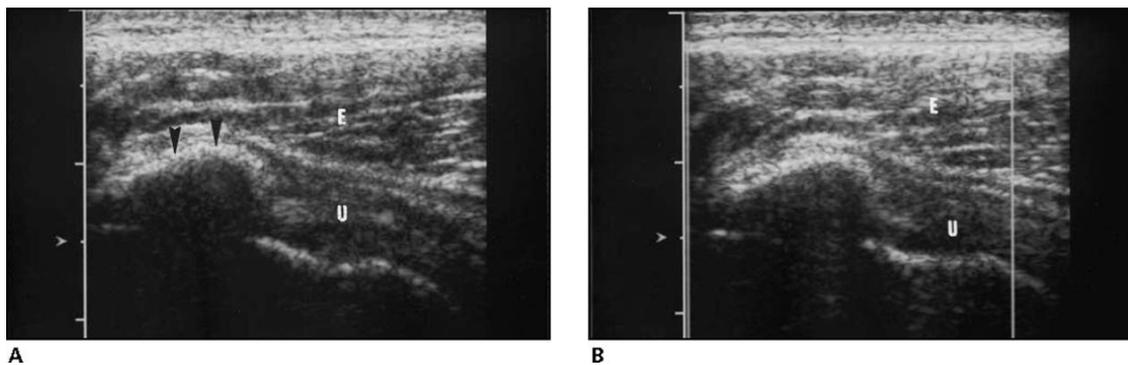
Imágenes de una mujer de 41 años con dolor crónico en el hombro derecho de más de 1 año. A, Corte longitudinal del tendón del músculo subescapular derecho en el que se aprecia una calcificación con forma arqueada (cabecitas de flecha) sobre el área de inserción del tendón. B, Ecografía Doppler en la que no se aprecia color sobre la placa calcificada. E: deltoides. U: tendón subescapular. | Hong-Jen Chiou, Yi-Hong Chou, Jinn-Jer Wu. Evaluation of Calcific Tendonitis of the Rotator Cuff. JUM. 2002, March, 01. Volume 21. (Issue 3), pages 289-295.
